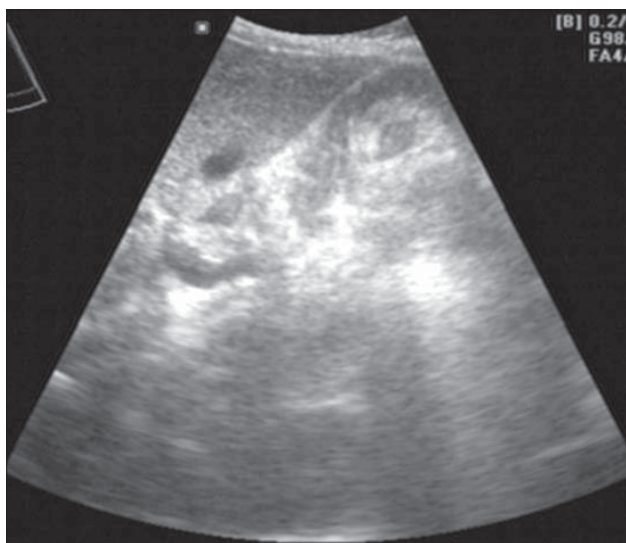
Invaginație intestin subțire. Ecografie. Aspect de imagine în semilună.
